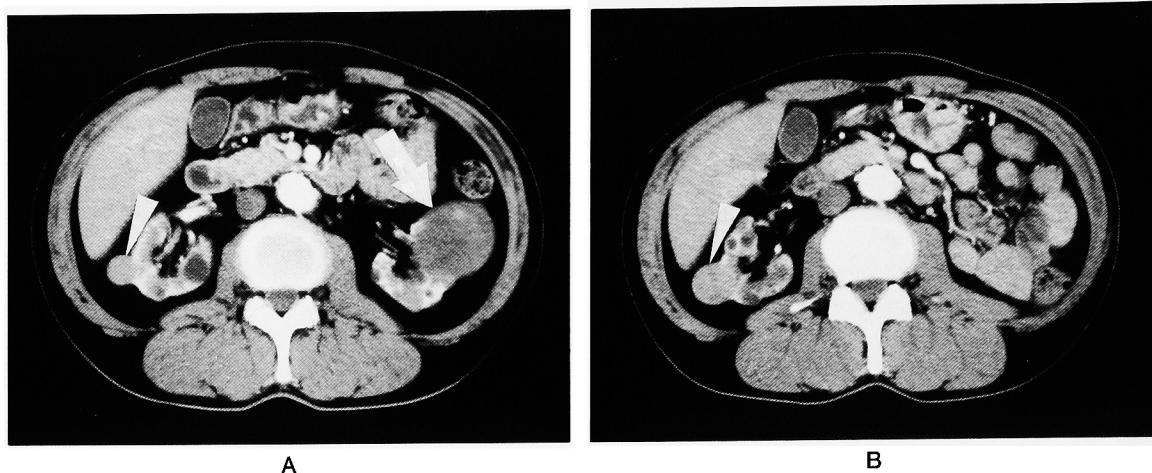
A: CT scan showed a tumor 4 cm in diameter in the left kidney (arrow) and another one 2 cm in diameter in the right kidney (arrowhead). B: Six months after the operation, CT scan showed the mild growth of the tumor in the right kidney (arrowhead).
